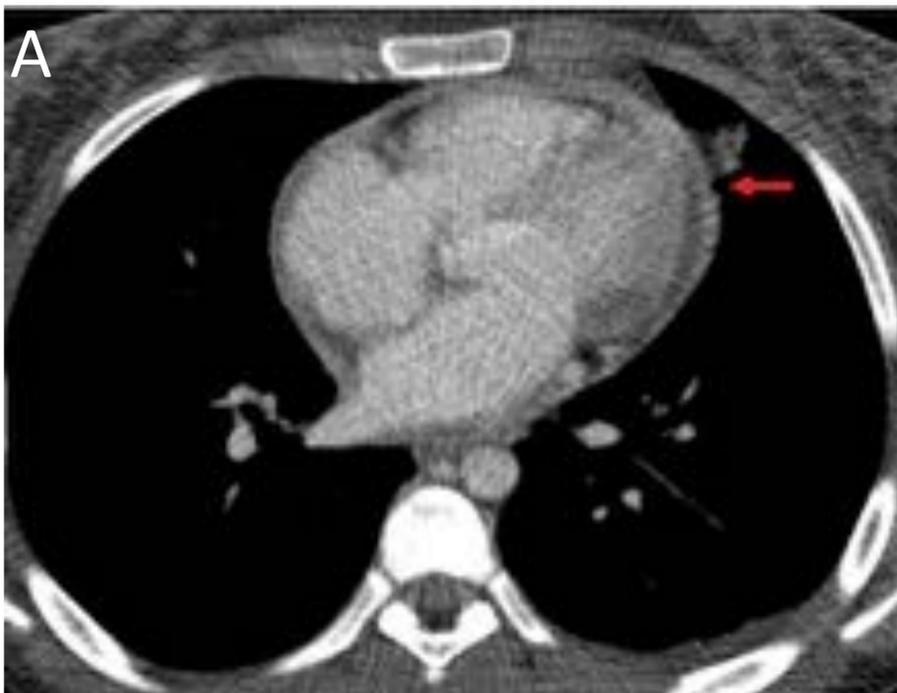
Niña con TB pulmonar con mala evolución por estar inmunodeprimida por tratamiento con corticoides. A y B) Engrosamiento y realce de las hojas pericárdicas con ligero derrame pericárdico. C) Imagen del derrame pericardico mediante ecocardiografía.
